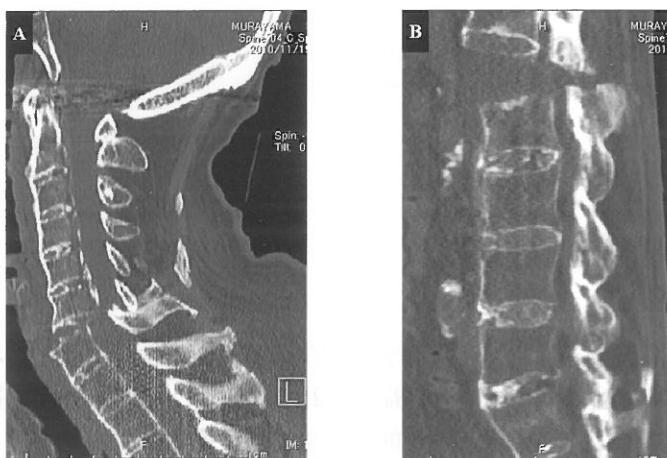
85歳男性頸椎CT(A), および腰椎CT(B). 転倒後四肢麻痺となり来院. 特徴的な頸椎および腰椎のチョーク様骨折 (Chalk Stick Fracture) を呈する.
